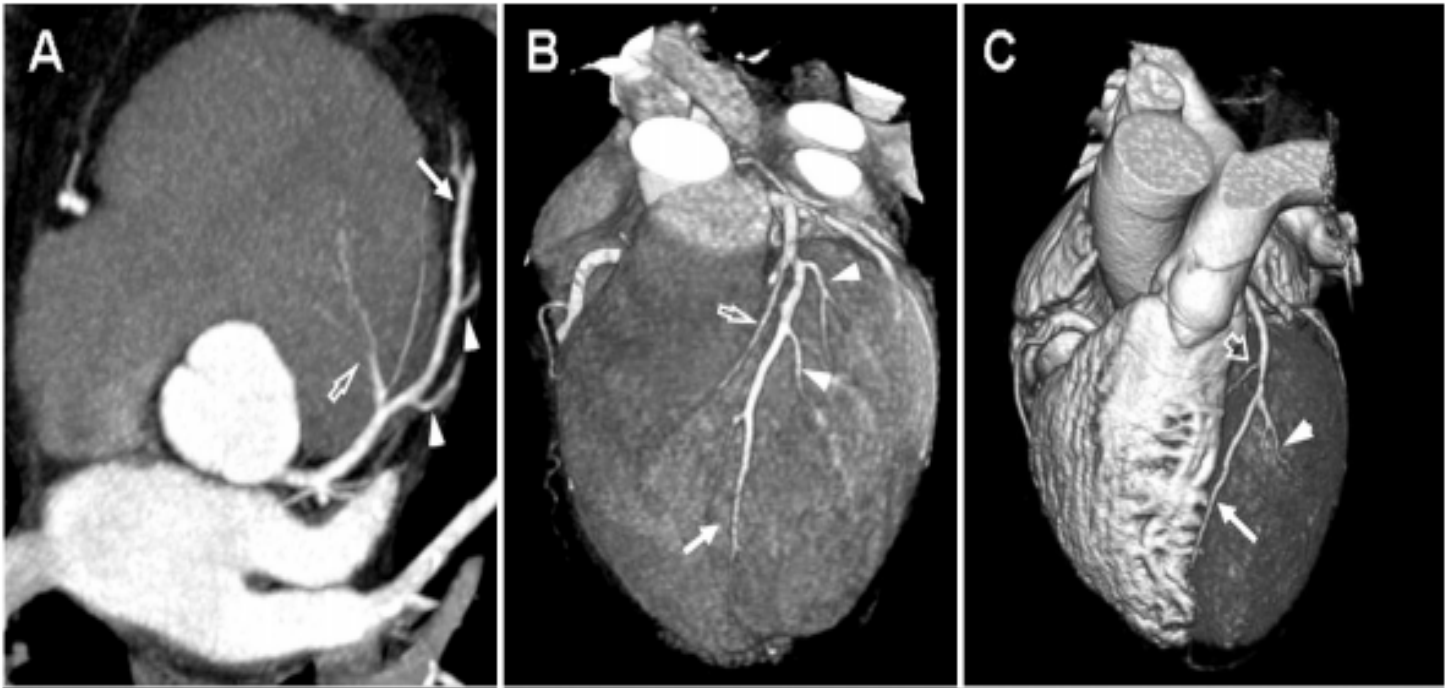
Visión de la Arteria Descendente Anterior (DA) en el TAC multicorte. A, B y C corresponden a distintas proyecciones donde se visualiza la arteria DA (flecha) con sus ramas diagonales (punta de flecha) y ramas septales (flechas abiertas). *Reproducido con permiso de Bastarrika Alemañ G, Alonso Burgos A, Azcárate Agüero PM, Castaño Rodríguez S, Pueyo Villoslada JC, Alegría Ezquerro E. [Normal anatomy, anatomical variants, and anomalies of the origin and course of the coronary arteries on multislice CT]. Radiología 2008;50(3):197-206. (In spa). DOI: 10.1016/s0033-8338(08)71965-9.*
